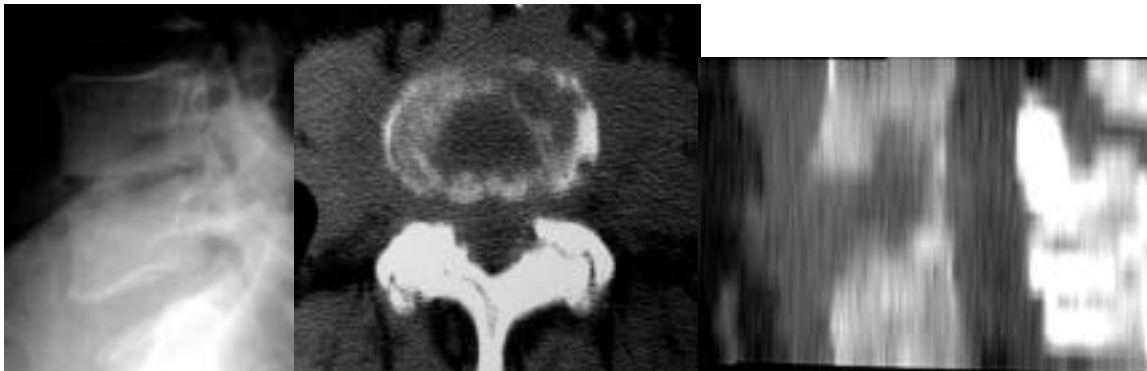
Imágenes que caracterizan una espondilodiscitis. A) Pinzamiento discal con borrosidad de platillos vertebrales; B) Corte de TC con erosiones, áreas líticas mal definidas en los platillos y engrosamiento asimétrico de partes blandas paravertebrales; C) Reconstrucción 2D confirmando las erosiones en ambos platillos.
